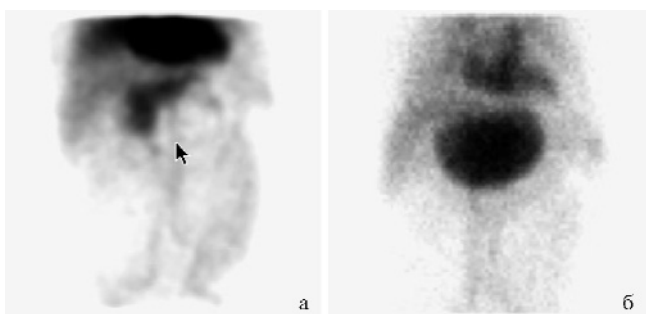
Сцинтиграфическое изображение смешанной гемангиомы: а – участки повышенного и пониженного кровотока в проекции крупного очага в левой доле печени; б – повышенное накопление меченых эритроцитов в области очага.
